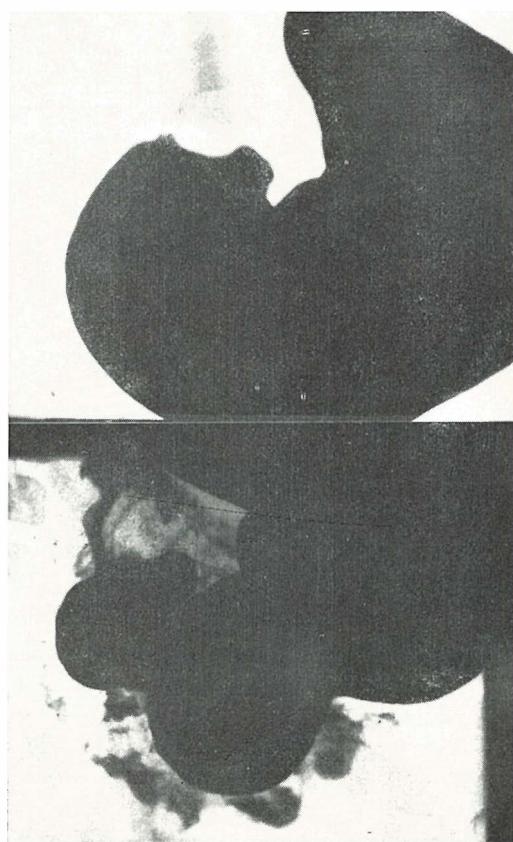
Farmakoradiografija gastroezofagealnog ušća sa Reglanom. Aksijalna hijatalna hernija sa gastroezofagealnim refluksom
